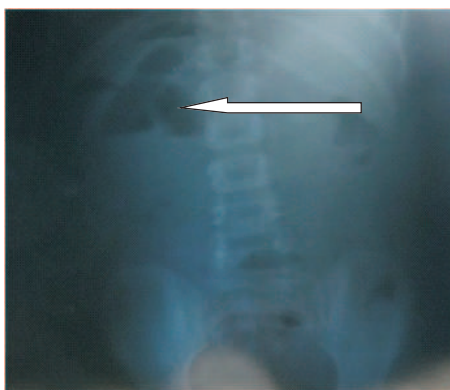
La radiographie de l'abdomen sans préparation montrant les niveaux hydro-aériques de type grêlique.
